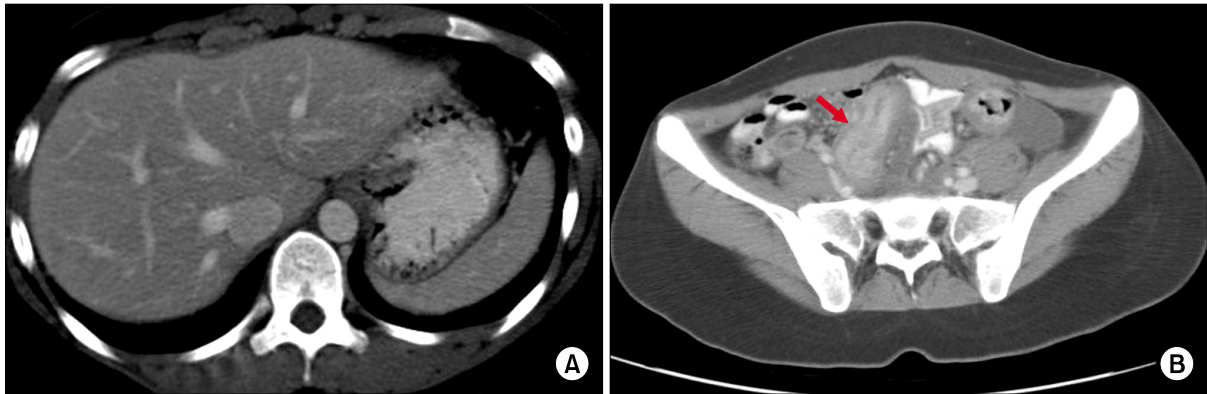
Enhanced abdominal and pelvic CT scan. (A) This shows normal stomach. (B) This shows extensive circumferential bowel wall thickening of sigmoid colon (red arrow).
